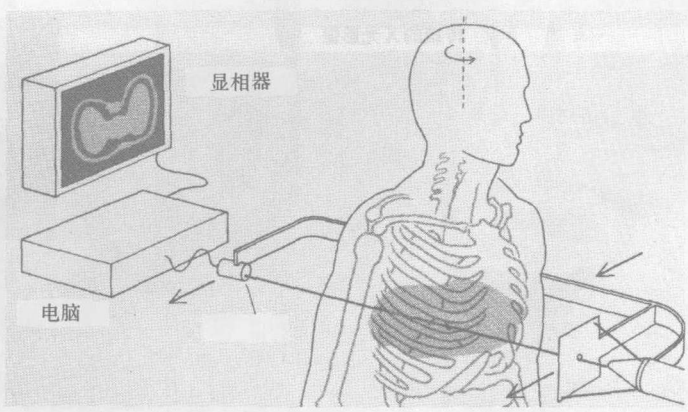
CT 是使 X 光源与接收器绕着身体旋转。接收下束的资料经计处理后在萤光幕上显出。
